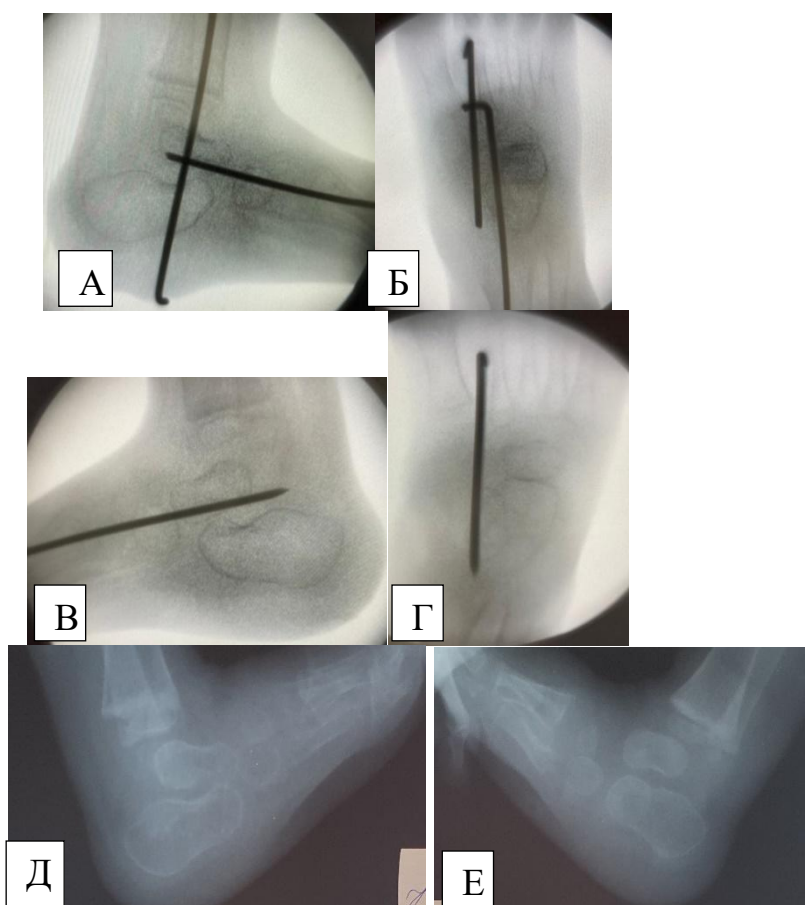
Пациентка П. с 2-х сторонней ВВТ, с неверифицированным синдромом. А, Б – интраоперационные рентгенографические снимки левой стопы, после открытого вправления по КСР. В, Г – правая стопа, после вправления по Доббсу с ЛМР. Д, Е – рентгенограмма стоп через 6 месяцев после оперативного лечения. Д – левой стопы. Е – правой стопы
